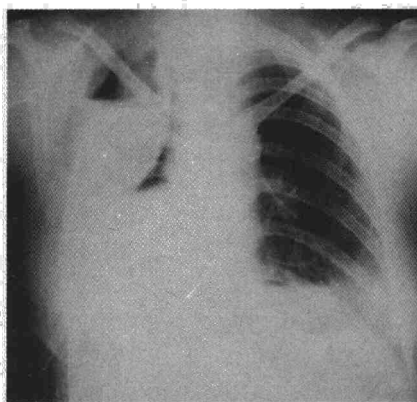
Radiografía practicada al día siguiente de la resección, en la que se advierte una imagen pleurítica izquierda que deja reconocer el borde del diafragma, y una línea fina que se dirige al mediastino y que delimita una imagen hidroaérea.
